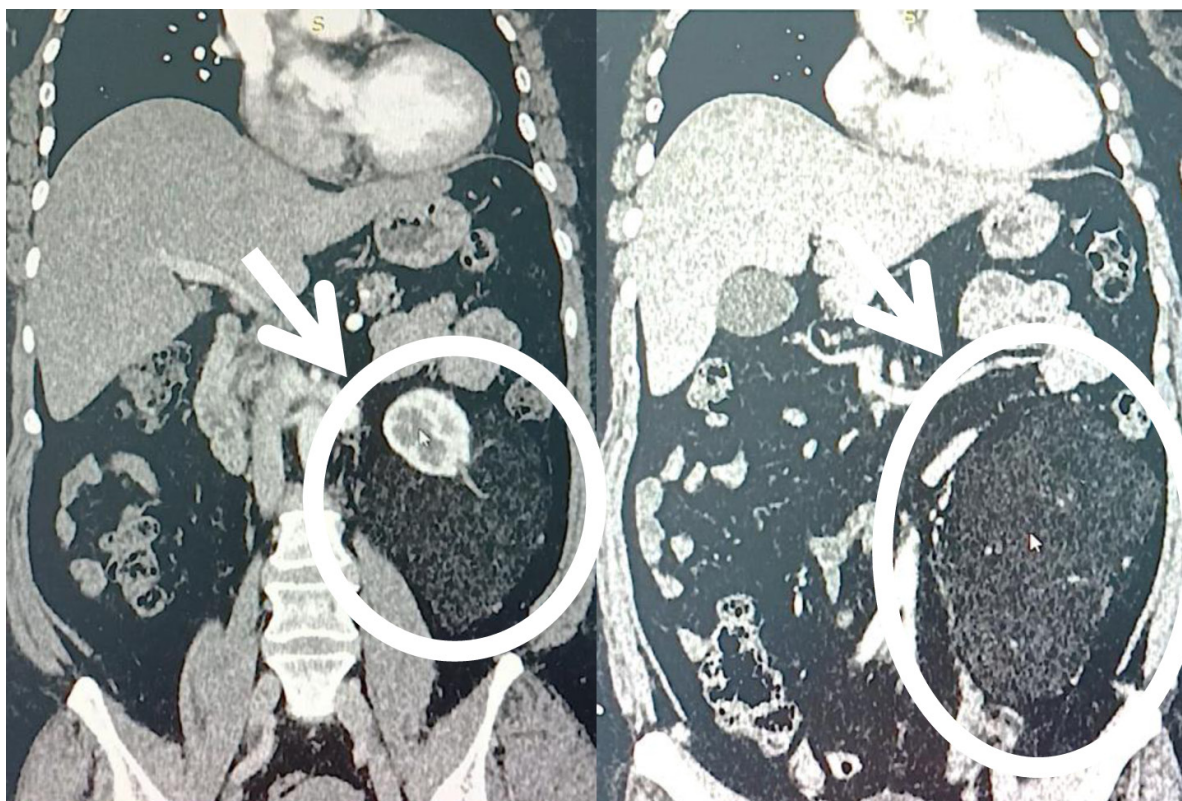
Компьютерная томограмма (с контрастным усилением). Гигантская ангиомиолипома левой почки
